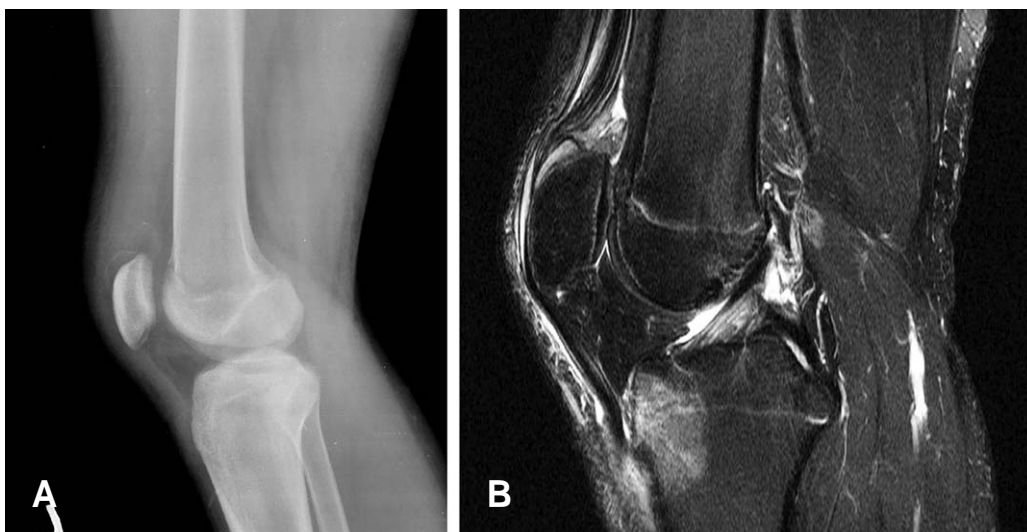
Radiograph and MRI of the same patient obtained after 2nd trauma (A) Lateral radiograph of the left knee shows a thin sleeve fracture of the superior pole of the patella and normal patellar alignment. (B) Corresponding T2-weighted sagittal MR image shows a thin sleeve fracture of the superior pole of the patella with the localized hemorrhage in the gap between the patella and quadriceps tendon.
